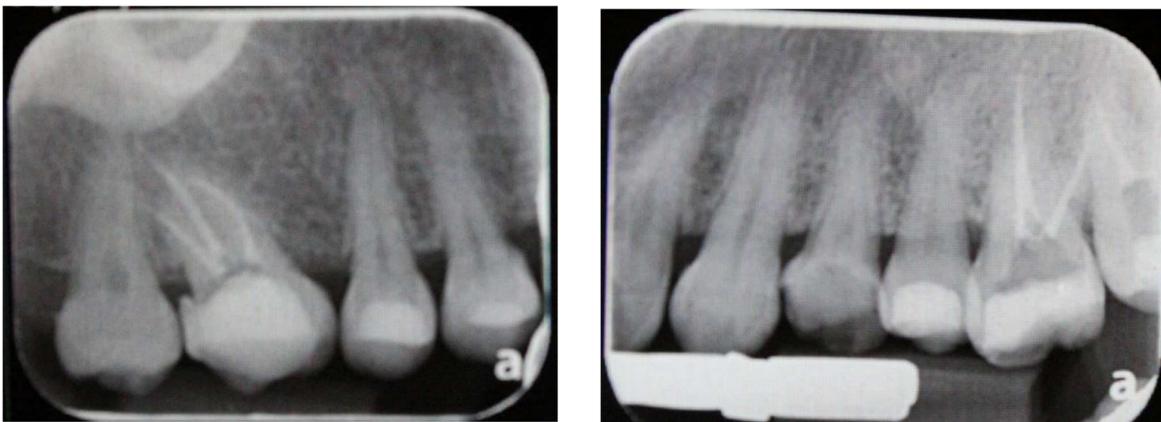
Radiografía post tratamiento endodoncico OD 16 y 26^{fd}
